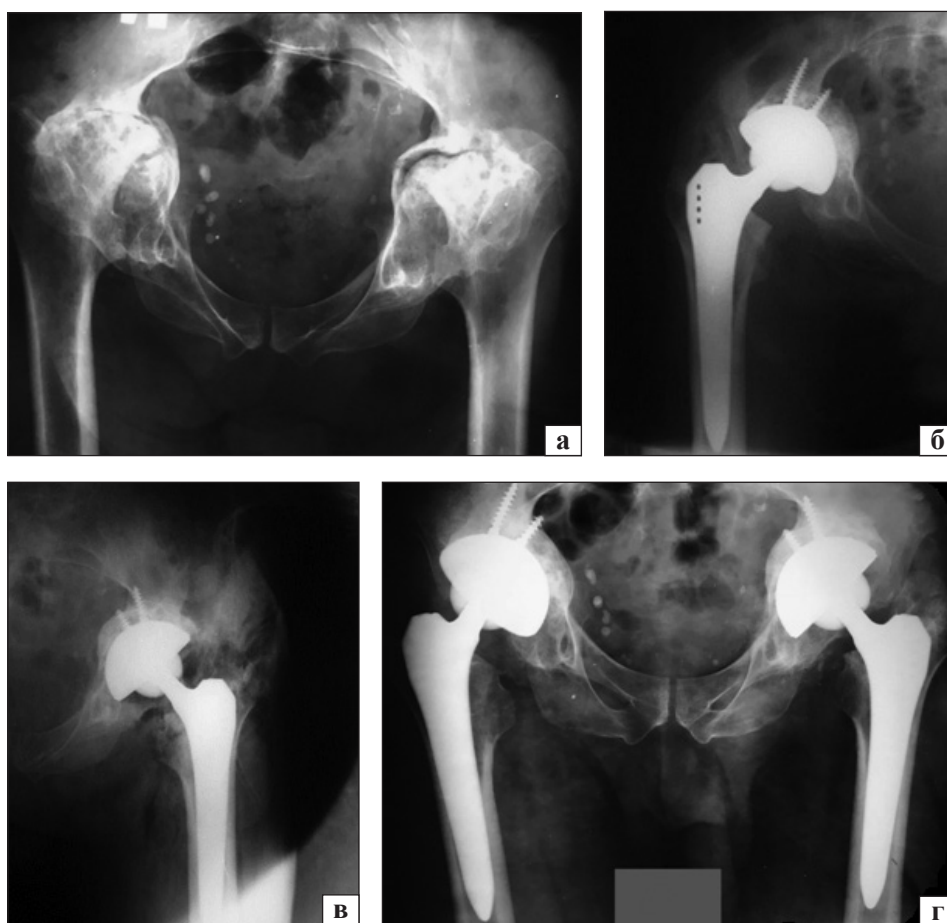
Рентгенограми хворого К., 58 років: до (а) та після операції (б, в), через 2 роки (г)
